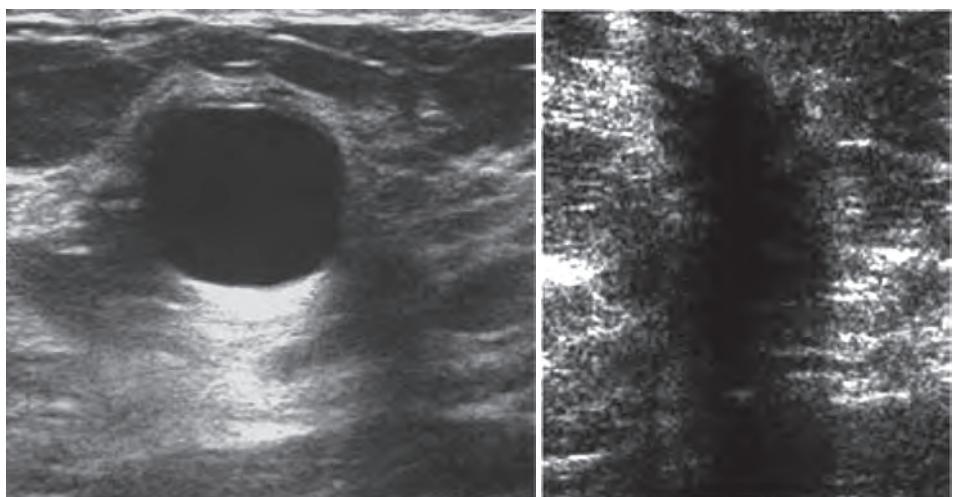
Muestra cómo se ven en una ecografía, a la izquierda un quiste y a la derecha un cáncer de seno (Tomado de: www.mayoclinic.org/images/us-cyst-bdy.jpg)
